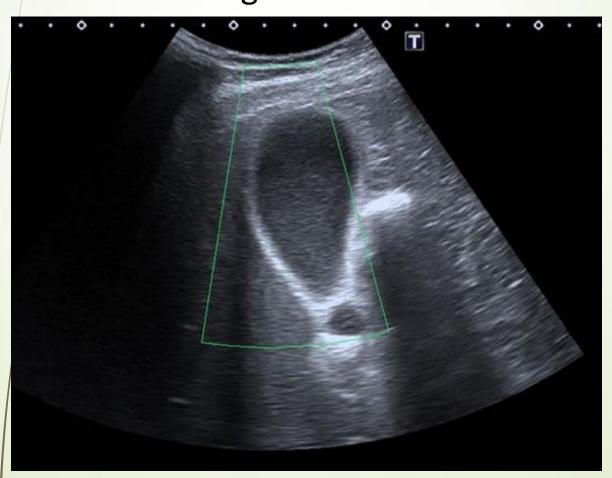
Ecografía de abdomen con vesícula biliar no distendida, barro biliar y engrosamiento parietal difuso leve que en el contexto clínico del paciente se valoró como posible hepatitis, que posteriormente fue confirmada.
